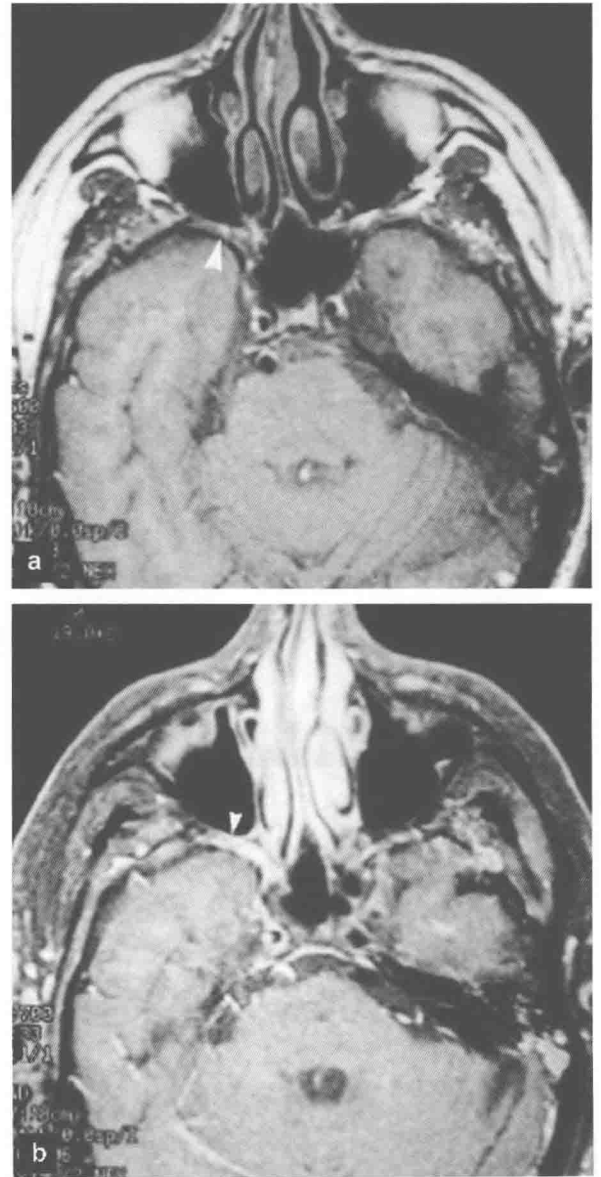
(a)轴位 T1WI (600/33/2) MRI 显示右侧翼腭窝浅淡但正常脂肪高信号明确消失(箭头), 提示肿瘤;(b)轴位脂肪抑制 T1WI 增强扫描显示右侧翼腭窝过度异常强化(箭头), 提示肿瘤(Ginsberg and DeMonte 1998)
